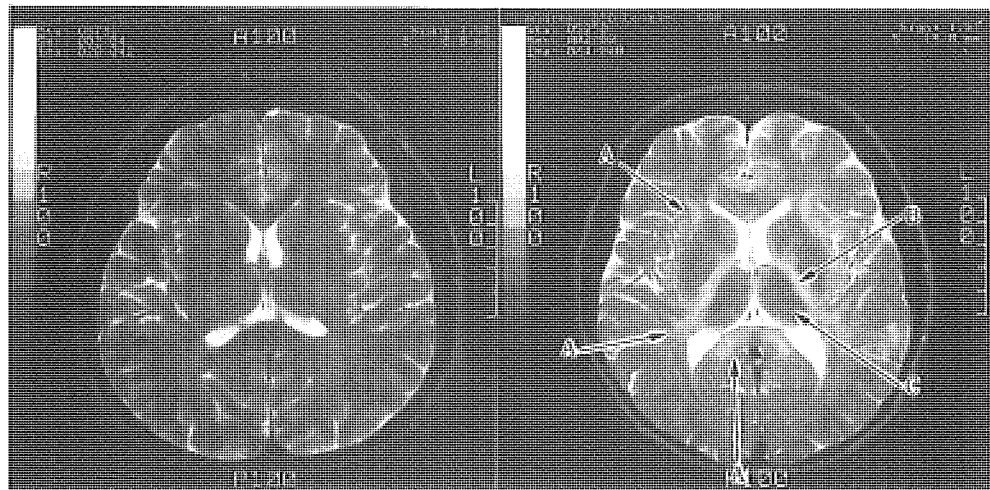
慢性有機溶剤乱用者の大脳のMRI像(図右、図左は正常例)。T2強調像で、大脳深部白質(矢印A)、内包後脚(矢印B)に高信号を認め、同部位の髓鞘の異常が推定されている。視床(矢印C)は低信号となっている(本文参照)。
